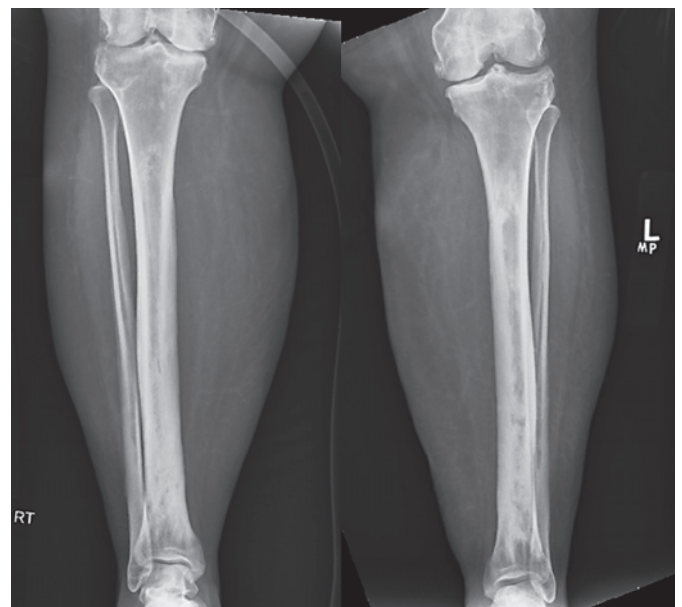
Röntgenaufnahme der unteren Extremitäten mit metadiaphysealer Osteosklerose beider Tibiaknochen.
